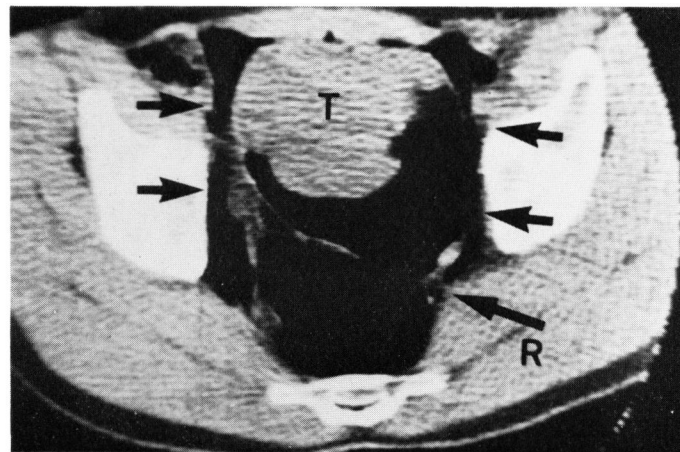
b. 同症例の腹臥位気体注入 CT 像。膀胱内には巨大な腫瘍 (T) を認めるが、気体は膀胱周囲に十分に侵入している (矢印)。
